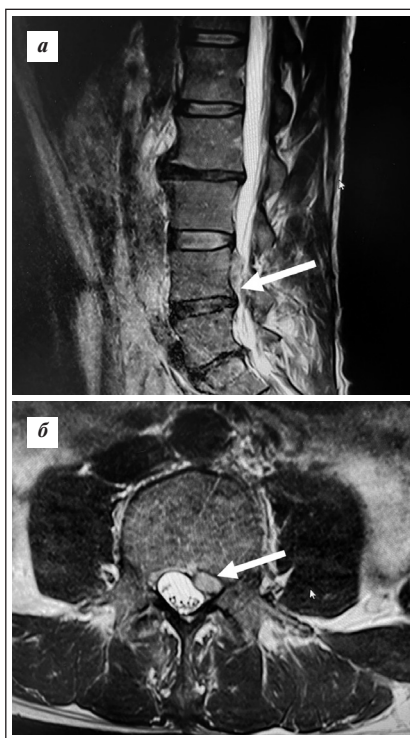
МРТ поясничного-крестцового отдела позвоночника пациента Р., 45 лет, с БНЧС. Обнаружены признаки невриномы на уровне спинномозгового корешка L_{IV} . а — продольный срез позвоночника; б — поперечный срез позвоночника
